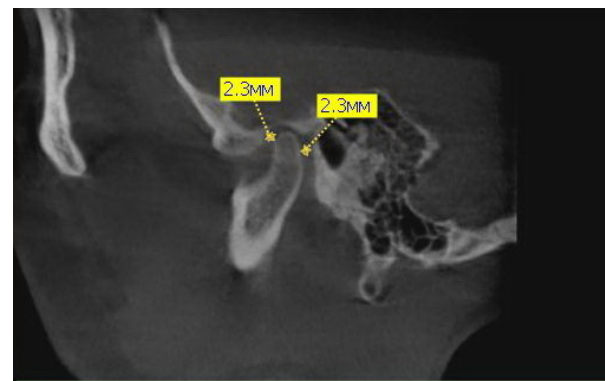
Центральное положение головки (КТ исследование) ВНЧС правая сторона
